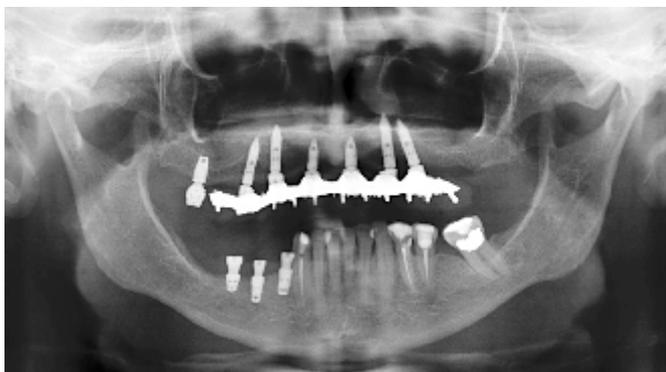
Radiografia com os implantes instalados.
